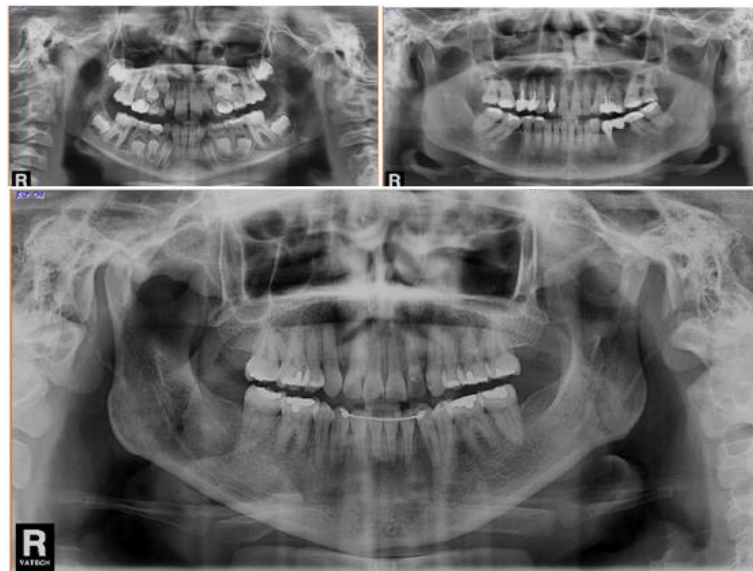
Radiografías panorámicas¹⁰⁷
